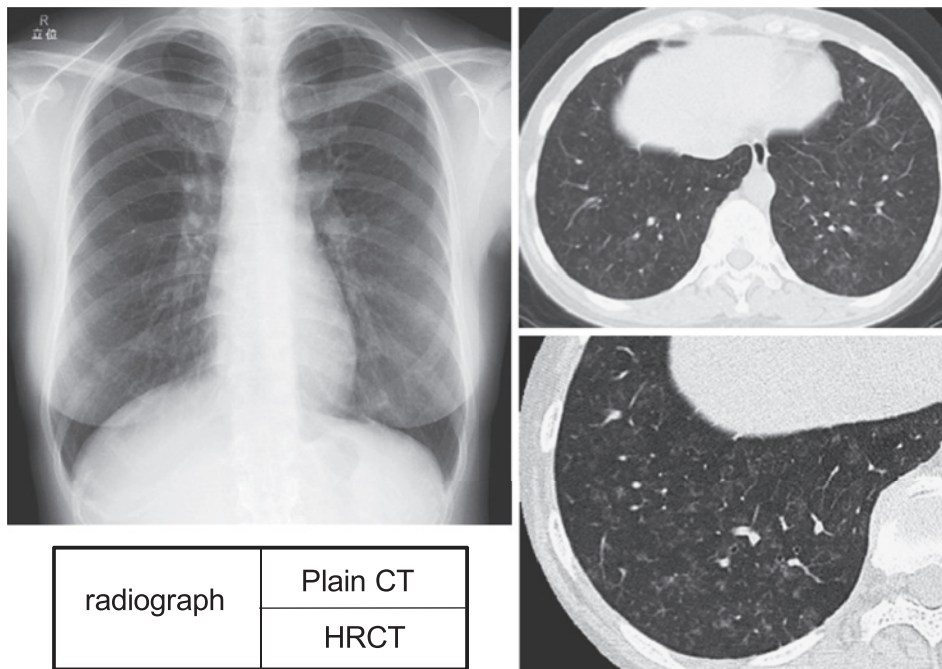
Chest radiograph and Chest CT on admission
